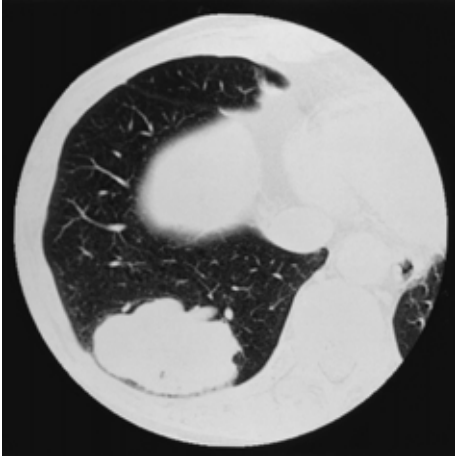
Chest CT scan showing a large mass.
